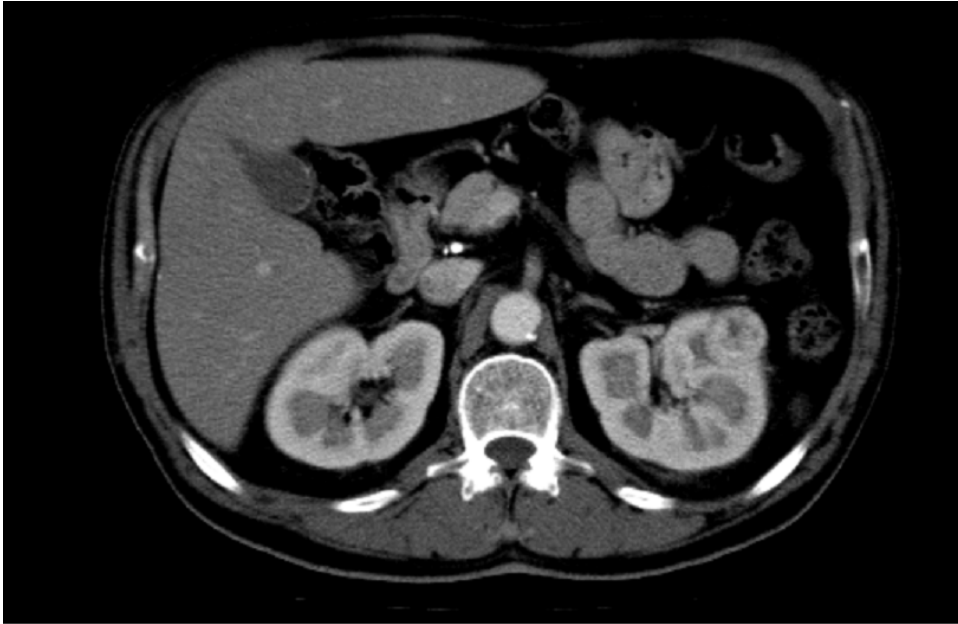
Incidentaloma renal en la tomografía computarizada.
